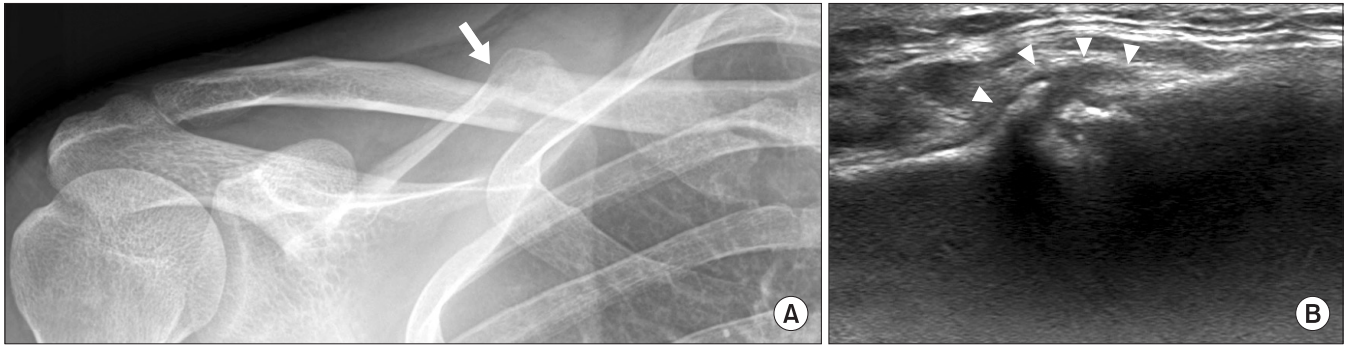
Plain radiographs and ultrasonography (US) findings of mid-clavicle fracture. (A) Plain radiographs of the right clavicle taken six weeks after injury show no callus formation (arrow). (B) US image shows hyperechoic ossified callus formation (arrowheads).
